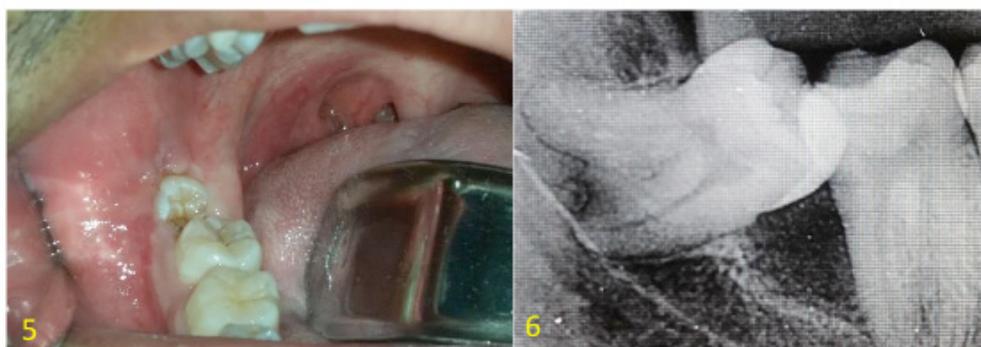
Foto pré-operatória sem sinal de inflamação. Figura 6- Radiografia periapical ressaltando a proximidade das raízes com o canal mandibular.
